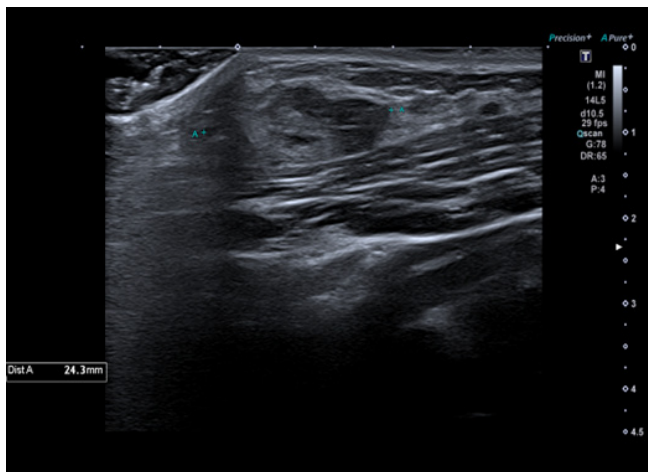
Ecografía cervical: se observa una lesión ovoidea de unos 24 mm de diámetro, heterogénea, que ejerce efecto masa sobre el vientre muscular del esternocleidomastoideo sin signos de afectación del mismo. Sin aumento de la vascularización en efecto doppler.
